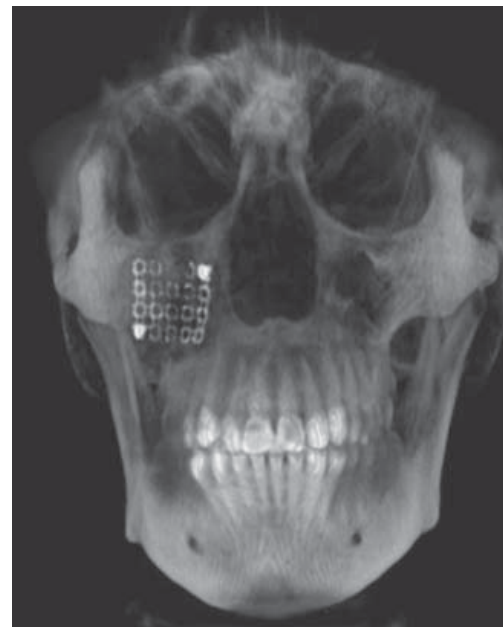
Vista frontal de tomografía computarizada cone beam en la que se observa la extracción total del tercer molar superior derecho y la reconstrucción con malla y tornillos de titanio
